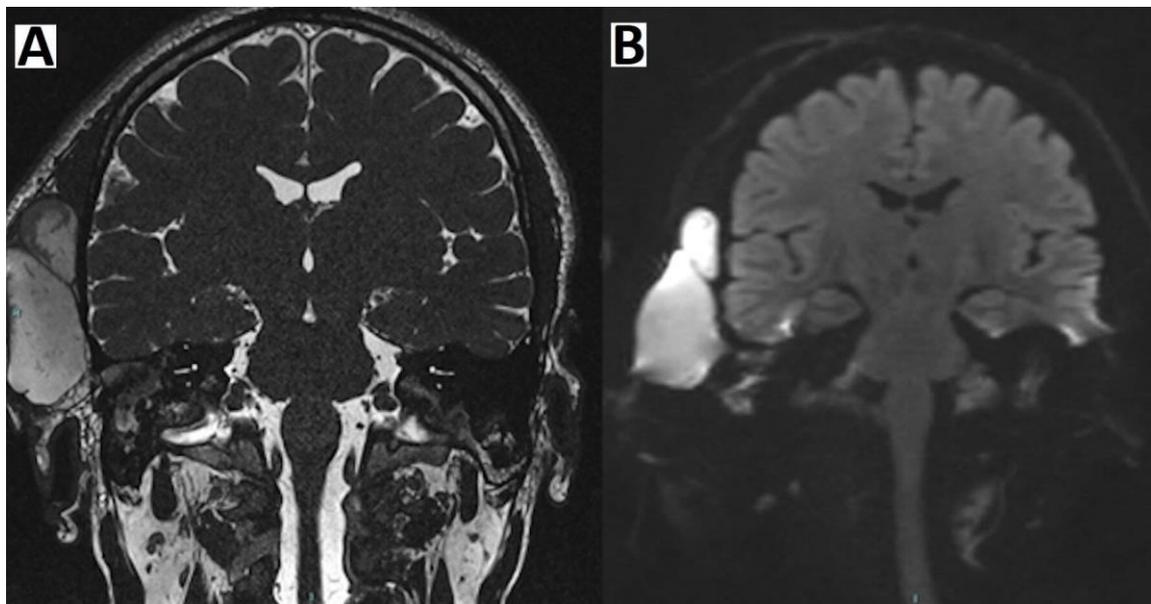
A : IRM T2 coronale montrant un hyper signal sur la zone temporo-zygomatique sous-cutanée droite. B : IRM coronale pondérée en diffusion montrant le cholestéatome de l'oreille moyenne avec l'extension de la masse sous-cutanée temporo-zygomatique.
